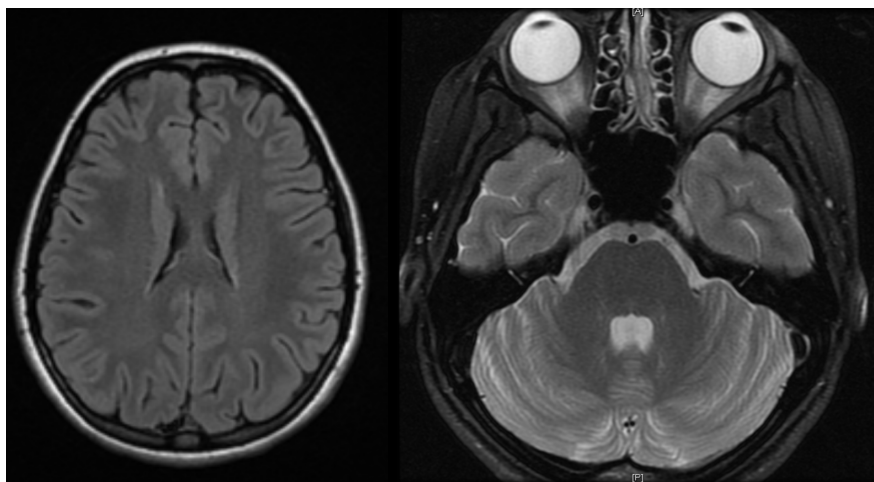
МРТ головного мозга, пациентка М-на В.И. (И/б № 220137-2020)
